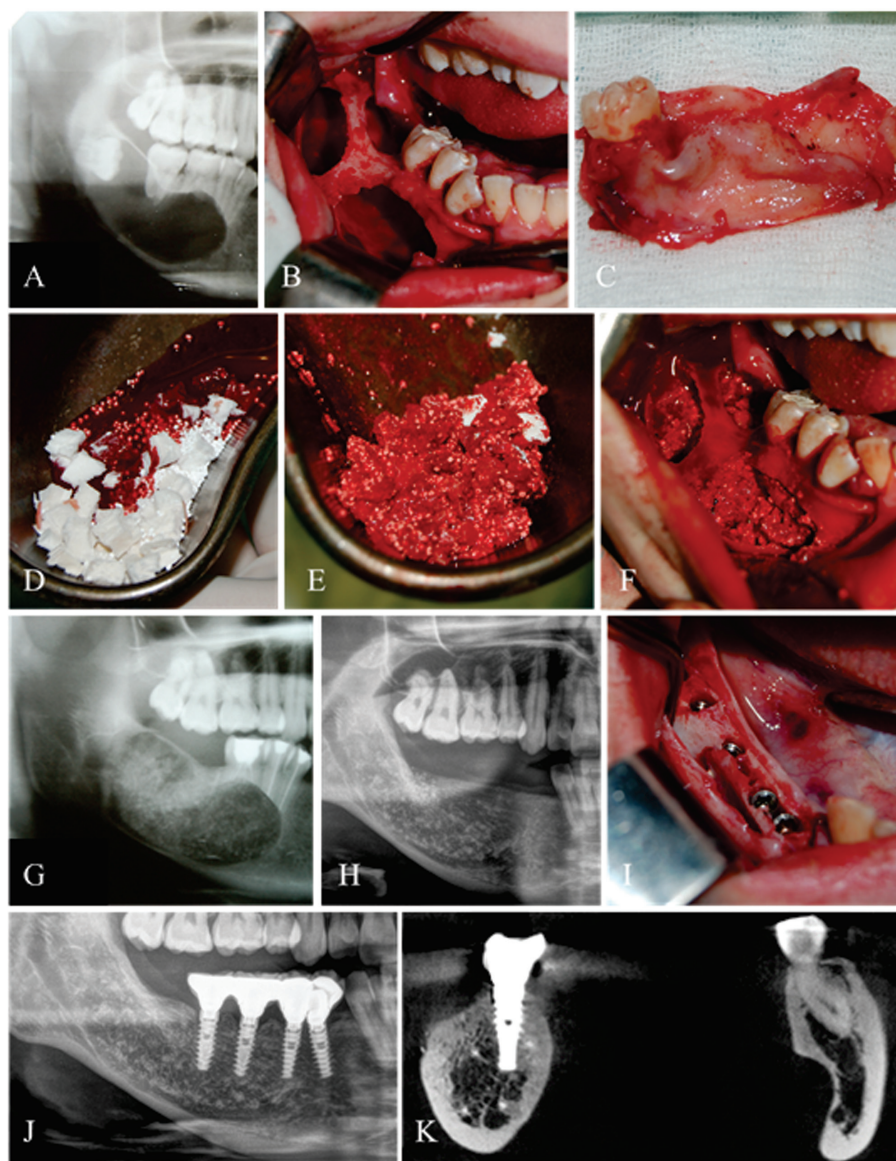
Reconstrucția cu amestec de sânge venos proaspăt colectat, os sintetic Colapol KP-3 LM, granule TKP (tricalciufosfat) a defectului restant după înlăturarea chistului folicular: A) Secvență OPG preoperator – aspect radiologic al chistului folicular; B) Imagine intraoperatorie - acces endooral cu evidențierea lezării corticale externe; C) Membrana chistică și dinteul cauzal d. 48; D,E) Pregătirea amestecului pentru augmentare; F) Augmentarea defectului; G) Secvență OPG postoperator; H) Secvență OPG postoperator, la 6 ani; I) Inserarea implantelor dentare endosoase în regeneratul osos obținut, la 6 ani postoperator, prin operația de expansiune a crestei alveolare; J) Secvență OPG cu lucrarea protetică pe implante, la 2 ani de funcționare; K) Secțiune coronală CBCT – compararea volumului de os din dreapta și din stânga.
